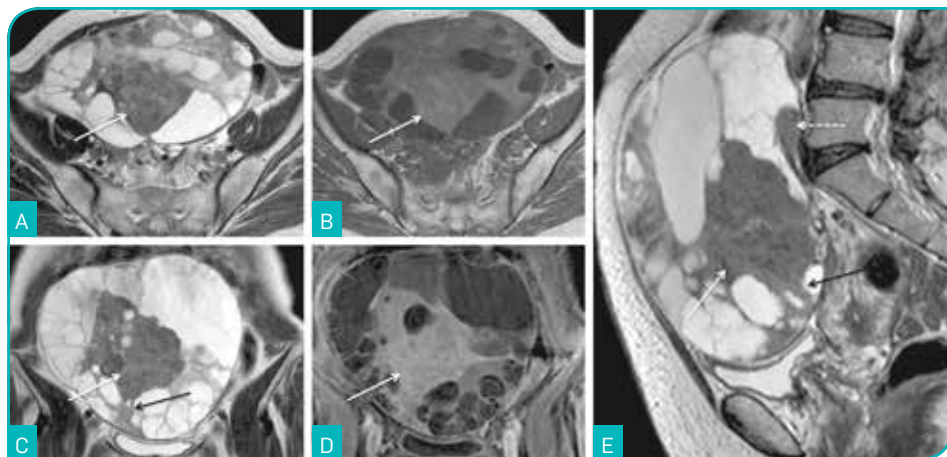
Carcinoma mucinoso do ovário esquerdo numa mulher com 62 anos. Imagens de RM ponderadas em T2 no plano axial (A), coronal (C) e sagital (E), imagem de RM ponderada em T1 (B) e imagem de RM ponderada em T1 com saturação de gordura após a administração de gadolínio no plano axial (D). Na dependência do ovário esquerdo, identifica-se tumor predominantemente quístico, multiloculado, com 150 mm, com área sólida nodular central (setas), com nódulos murais (setas tracejada) e com septos cuja espessura é > 3 mm (setas pretas), apresentando assim critérios de malignidade.
